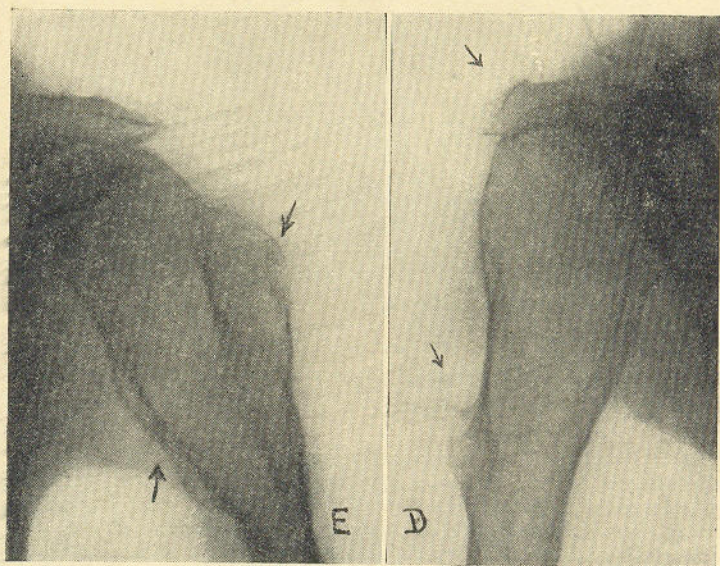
Radiografia dos umeros
